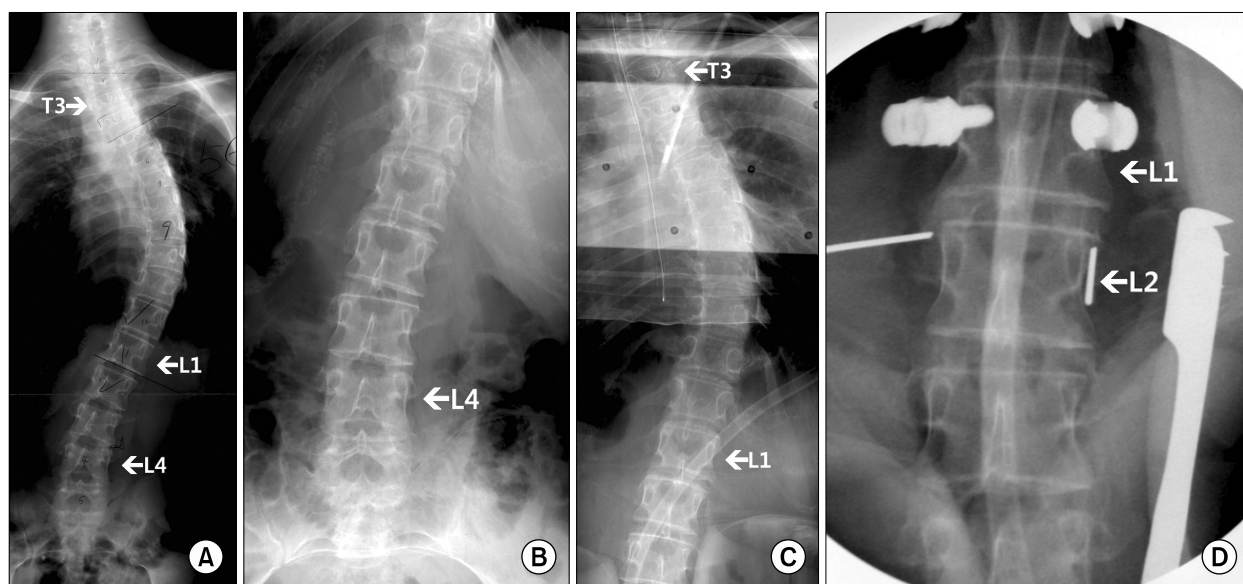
Preoperative whole spine anteroposterior standing (A), lumbar spine supine (B), post-anesthesia (C) radiographs and an image taken by C-arm fluoroscopy during an L2 screw insertion (D) of a 18-year old female patient with adolescent idiopathic scoliosis (Case 23). In a standing radiograph, the end vertebrae of the curve were identified as T5 and L1, and the neutral vertebrae were T3 and L5. The lower end vertebra, however, changed to T12 in a post-anesthesia radiograph. The neutral vertebrae were so variable that the pedicle shadows of L4 were not symmetric in a standing radiograph, but became so in the supine one. Moreover, T4 and L1 were neutral in post-anesthesia film, and the image on the C-arm clearly demonstrates that vertebral rotation is converted to the opposite direction between L1 and L2. The angles of rotation at which symmetric pedicle images could be obtained by C-arm image intensifier in L1 and L2 were counterclockwise 3 degrees and clockwise 5 degrees, respectively.
